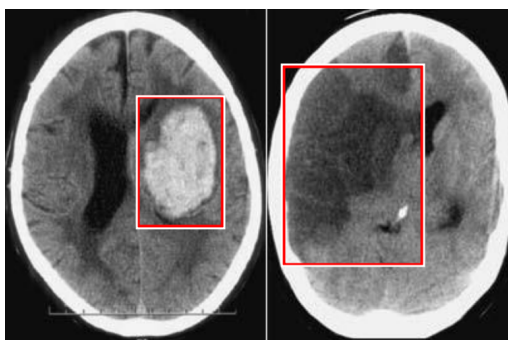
Imagens de tomografia de crânio: AVC hemorrágico (esquerda) e AVC isquêmico (direita) [Warlow et al. 2001].
